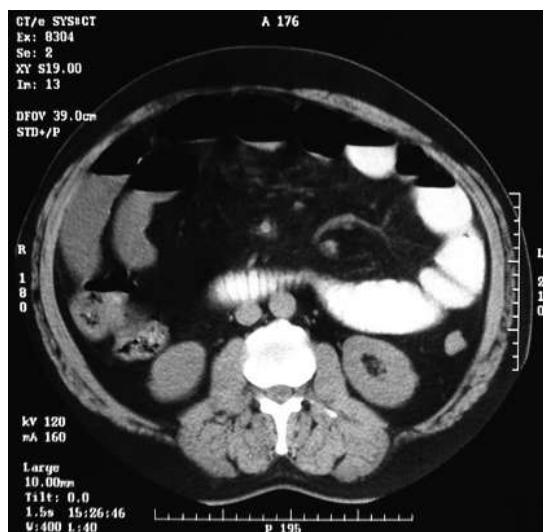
TAC de abdomen: asas de intestino delgado dilatadas con líquido en su interior.
